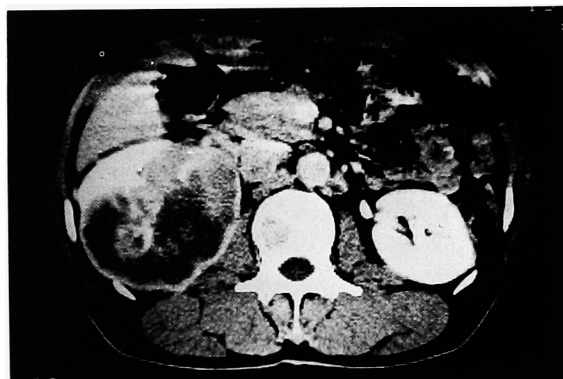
Enhanced computed tomography showed a right renal tumor with a paraaortic lymph node swelling.
